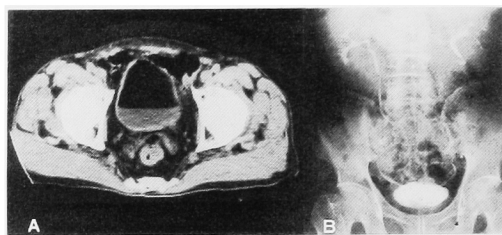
A: At the 3rd month after arterial infusion chemotherapy, pelvic CT demonstrates that a tumor disappeared from the bladder wall. B: DIP shows that left hydronephrosis is not seen.
